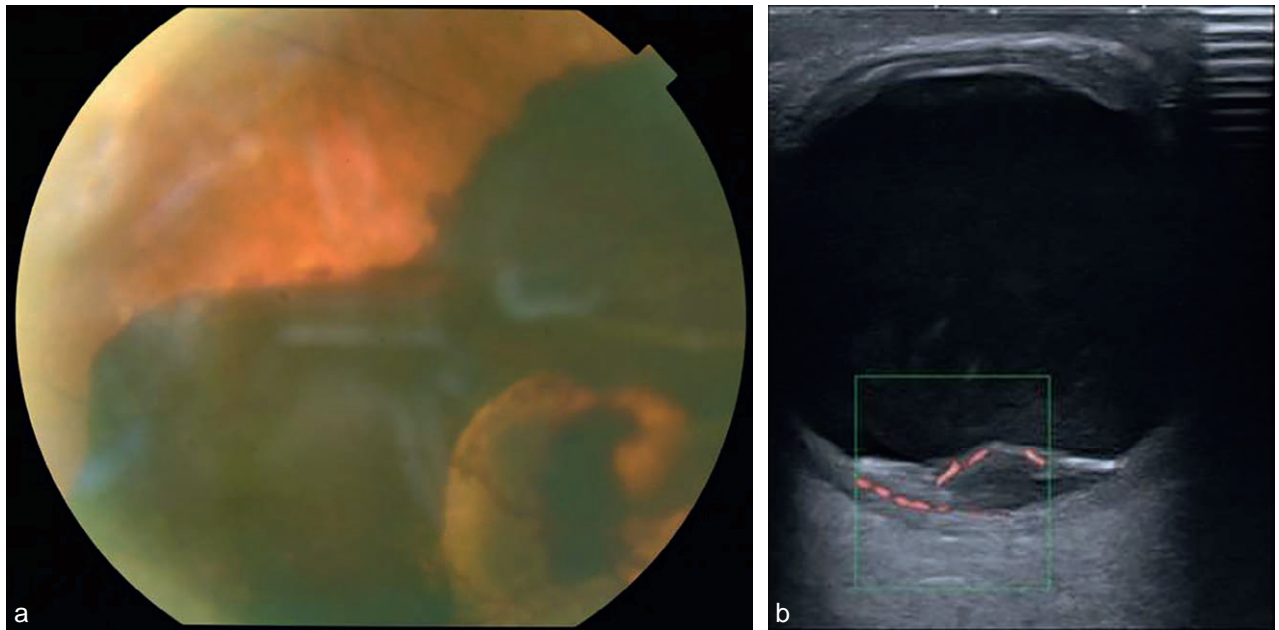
Diagnostic différentiel de mélanome : hématoréétinien chez un patient sous anticoagulant (a). L'échographie Doppler (b) ne montre pas de vascularisation de la masse.
